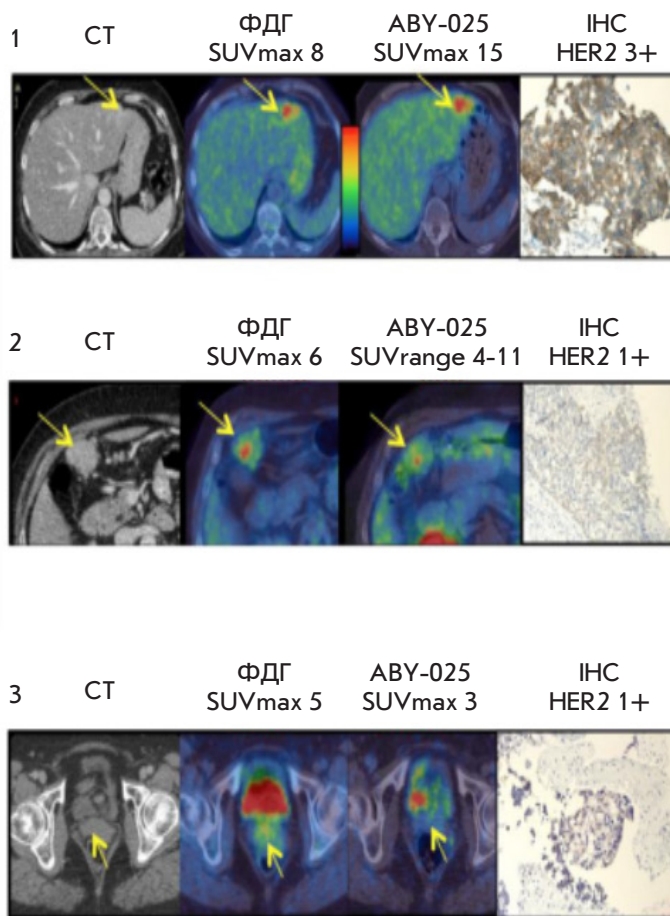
Пациентка с HER2-негативной первичной опухолью молочной железы. По данным ФДГ-ПЭТ/КТ у больной визуализированы метастазы в левую долю печени, перитонеальные лимфатические узлы и шейку мочевого пузыря. Исследование с ^{68}Ga -ABY-025 выявило высокую аккумуляцию соединения в печеночный метастаз и низкую или отсутствие в остальные очаги. По данным ИГХ статус HER2/neu метастаза в печень – положительный; в остальных очагах – отрицательный
